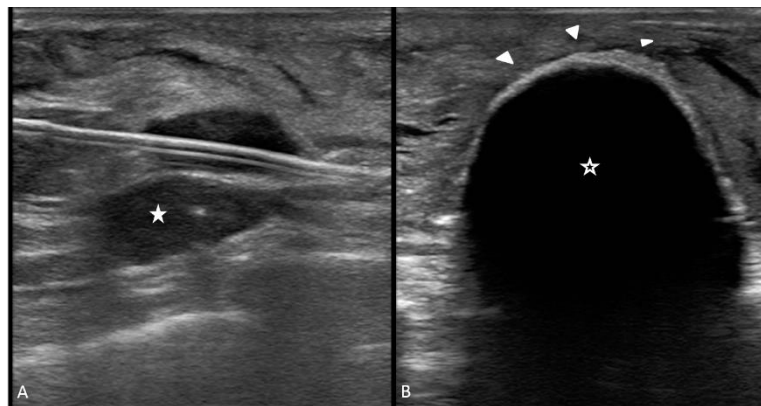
Echographie peropératoire. Introduction échoguidée d'une crysonde au sein de la lésion (étoile pleine, A). Aspect échographique de la boule glace (étoile vide, B), sa surface réfléchissant totalement les ultrasons (tête de flèche, B), son extension en profondeur ne peut être appréciée. Source : radiologie, Institut Bergonié, Bordeaux.
